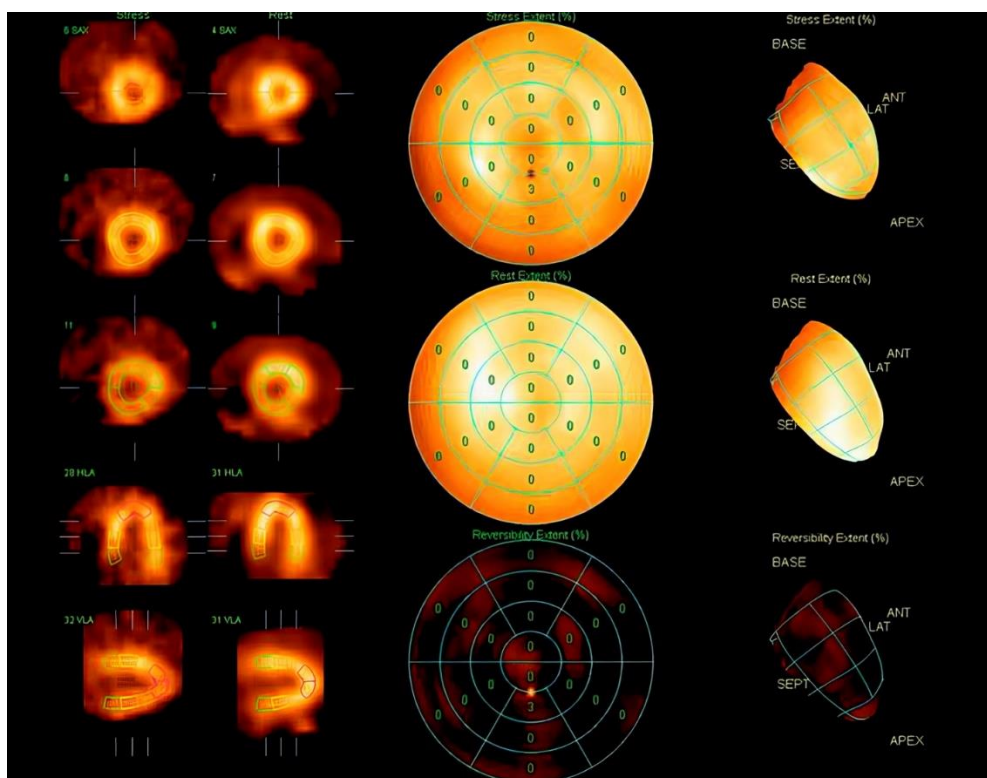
Сцинтиграфия миокарда пациента А., 57 лет
